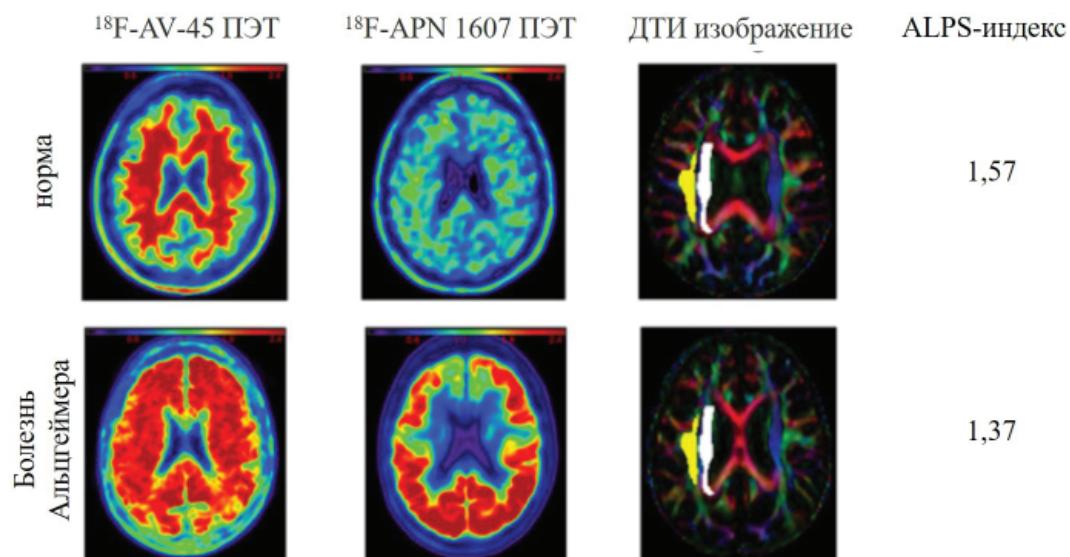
Соотношение анализа тензорных изображений, оценивающих диффузию вдоль периваскулярных пространств, позволяющего охарактеризовать состояние глиматической системы с результатами накопления белков бета-амилоиду и тау-протеина по данным ПЭТ: ¹⁸F-AV-45 – лиганд к бета-амилоиду; ¹⁸F-APN 1607 – лиганд к тау-протеину; ДТИ изображение – диффузно-тензорное изображение; ALPS-индекс – analysis along the perivascular space index (J. L. Hsu et al., 2023 г.)
